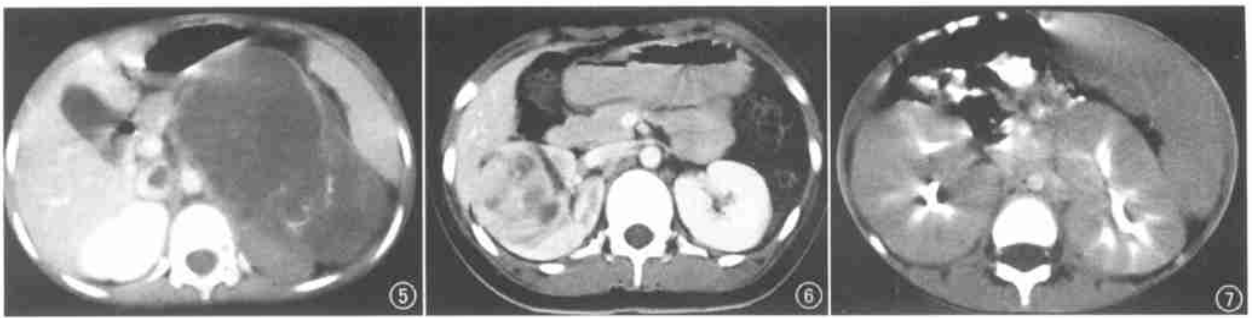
肾透明细胞肉瘤。男, 5 岁。CT 轴位增强示左侧大分叶状肾脏肿瘤, 边界清楚, 中度强化。含有坏死及囊性变, 可见条带状钙化。椎体虫蚀状骨转移, IVC 瘤栓形成。图 6 肾细胞癌。女, 12 岁。CT 横轴位增强示右侧肾实质内类圆形混杂密度实性肿块, 斑片状出血坏死低密度灶。实质期增强明显低于正常肾实质。图 7 肾非霍奇金淋巴瘤。男, 7 岁。腹部 CT 横轴位增强示双肾对称性弥漫性等密度增大, 肾实质明显增厚, 肾盂(盏)受挤压拉长。
